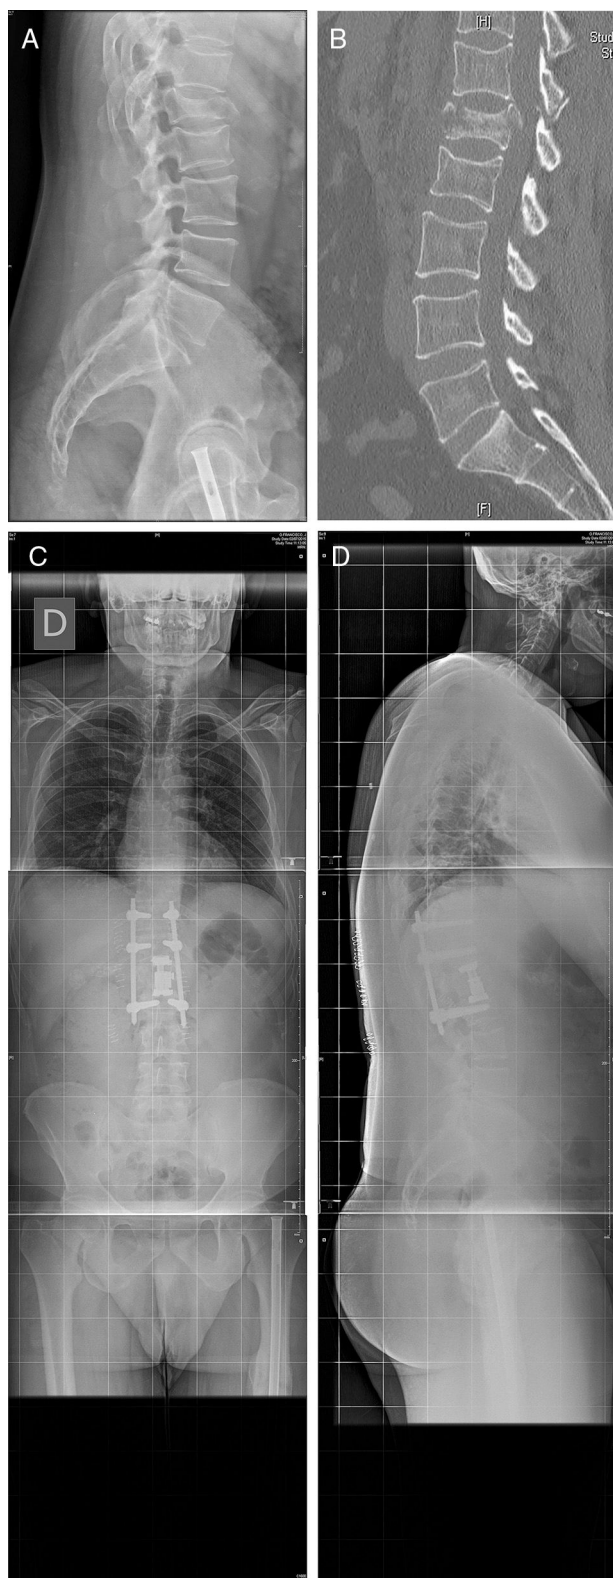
Caso 25: fractura en estallido L1 en paciente politraumatizado en accidente de tráfico (A). La TC (B) muestra afectación del muro posterior y conminución, por lo que se decide tratamiento quirúrgico por doble abordaje: corpectomía por vía retropleural y colocación de un sustituto vertebral, y fijación posterior mediante tornillos percutáneos (C,D). No se produjo apertura pleural durante el abordaje, y el postoperatorio y el seguimiento cursaron sin complicaciones.
